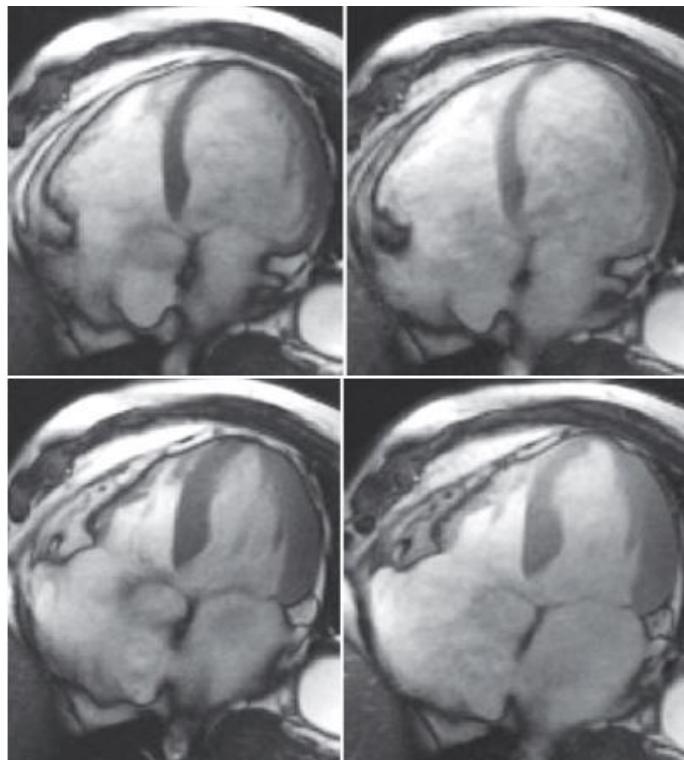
Стресс-МРТ сердца выявило гипокинез верхушки во время дипиридамолового теста [8]
